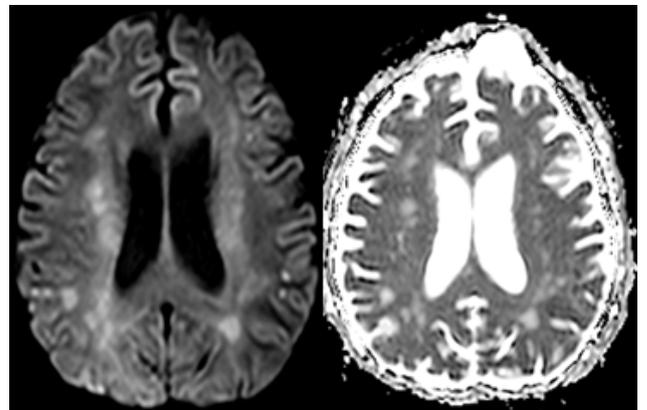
Estudio de RM en secuencia DWI/ADC: focos isquémicos agudos, subcorticales, de localización parietal izquierda.
